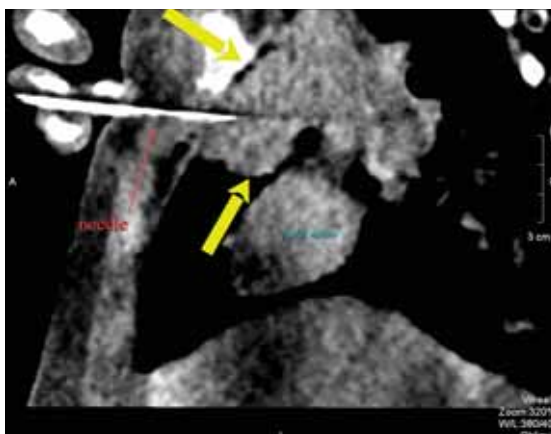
Пункционная биопсия новообразования под контролем КТ-исследования 19.11.2019 у пациентки К. Красной стрелкой обозначена пункционная игла (needle), желтыми стрелками – опухоль, Right atrium – правое предсердие
